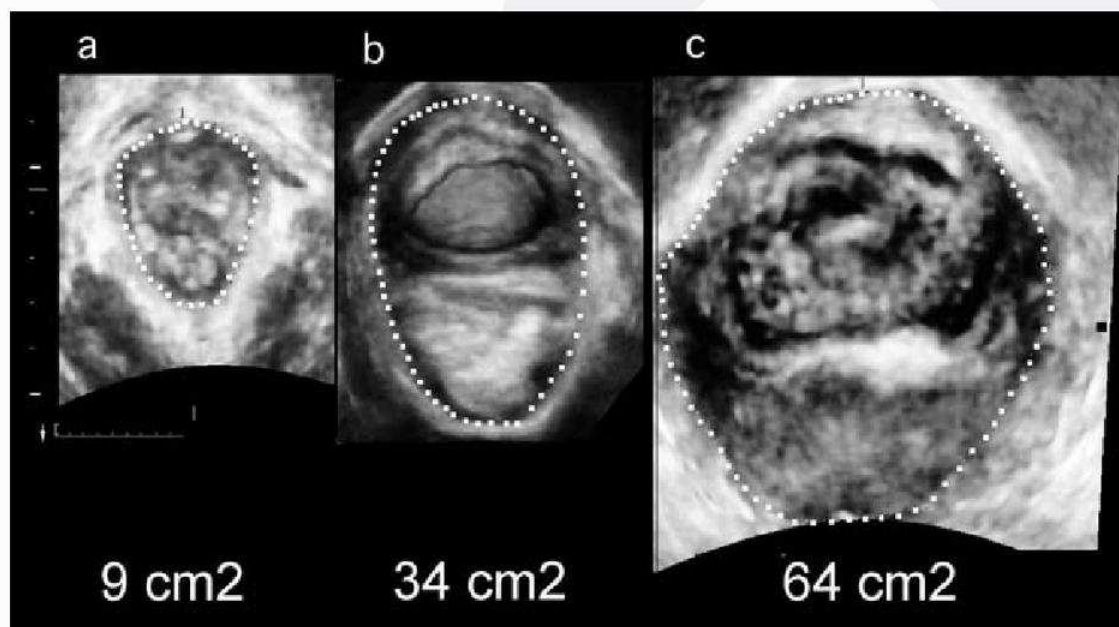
Ultrasonido 3D transperineal en el plano axial que muestra el área del hiato del elevador durante la maniobra de valsalva representada por la línea punteada. Las imágenes de izquierda a derecha muestran un hiato normal con área de 9 cm² (a), balonamiento moderado de 34,4 cm² (b) y severo de 64 cm² (c) en pacientes con prolapso sintomático.
